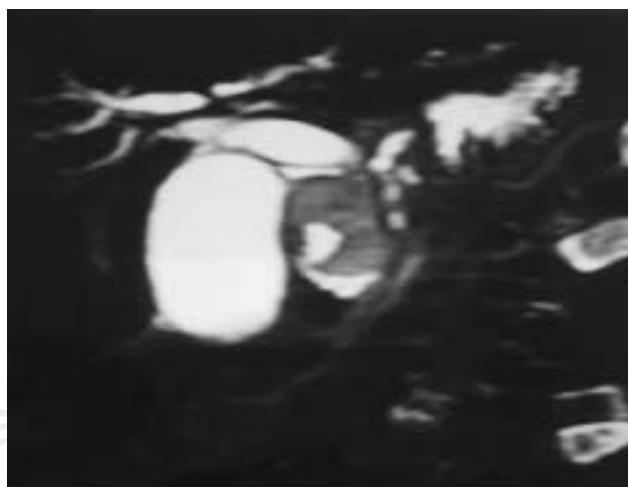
Resonancia magnética de abdomen con dilatación importante de las vías biliares.
